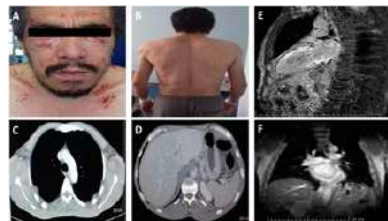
Púrpuras, petéquias e hipertrofia muscular. Fig. C e D: TC com pseudo-hipertrofia de musculatura torácica e distúrbio. Fig. E e F: RMC com realce tardio miocárdico subendocárdico circunferencial médio-basal e heterogêneo difuso nos demais segmentos.
